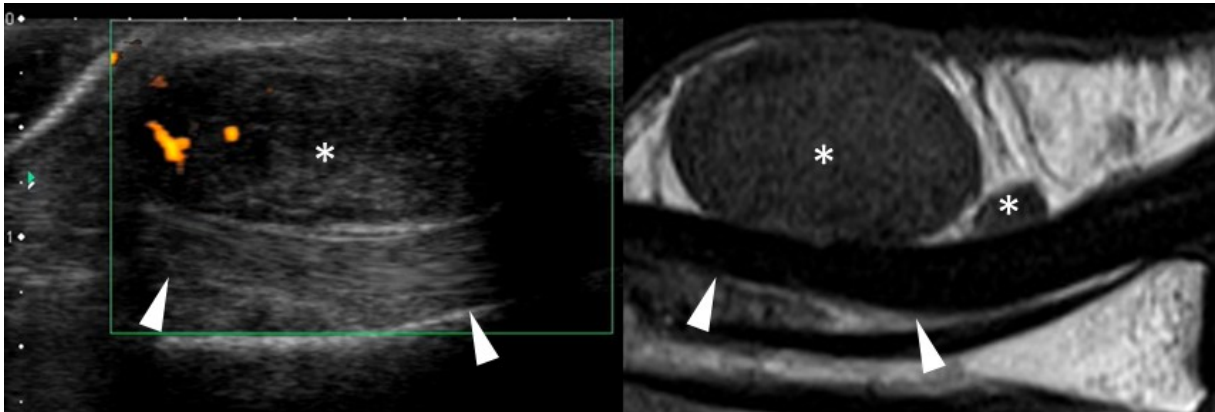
Tumeur à cellules géantes (coupe sagittale échographique – sagittale IRM T1) : Masse ovale vascularisée bifocale (*), de topographie très évocatrice, au sein de la gaine des fléchisseurs (têtes de flèche)
